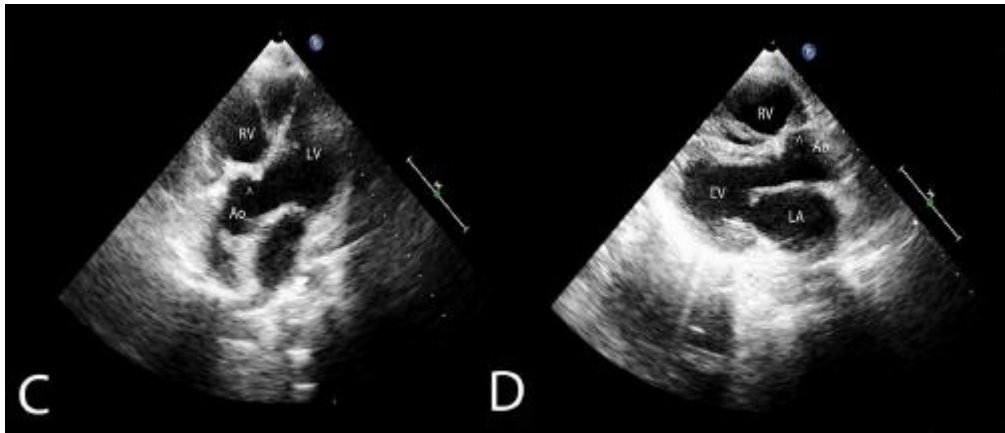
échocardiographie apicale (C) et parasternale (D) montrant une origine de l'aorte principalement au niveau du ventricule droit qui est modérément dilaté et à double sortie. Pas de shunt après la fermeture chirurgicale du septum ventriculaire (tête de flèche) [21ic]
